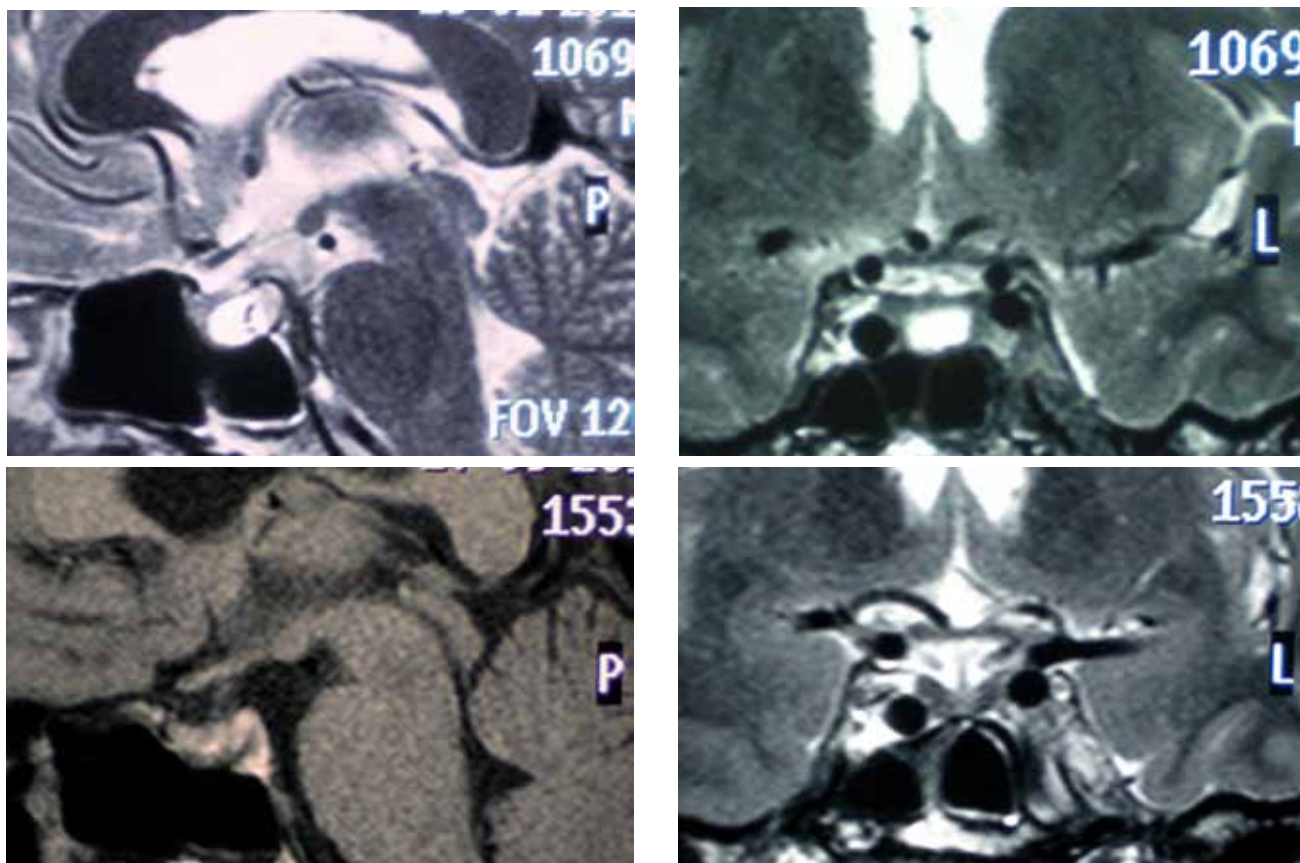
Head MRI of 34-years old male patient with posterior type of microadenoma (before and after surgery)
